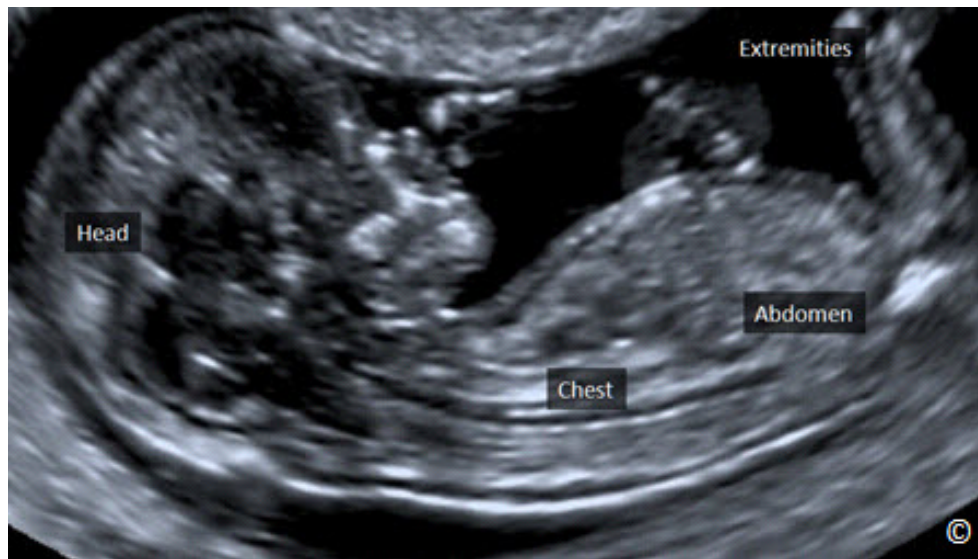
El ultrasonido transvaginal de un feto a las 12 semanas de gestación en una orientación sagital media. Observe el alto nivel de resolución, lo que permite una representación clara de las estructuras anatómicas fetales (rotuladas).
